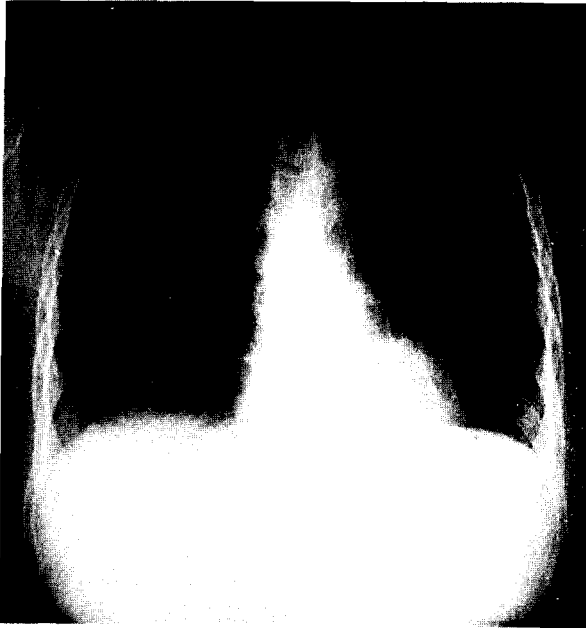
Pre-op. chest X-ray of case 1. The 5 x 6cm sized oval mass located at left lower lobe, superior(S6) segment.
